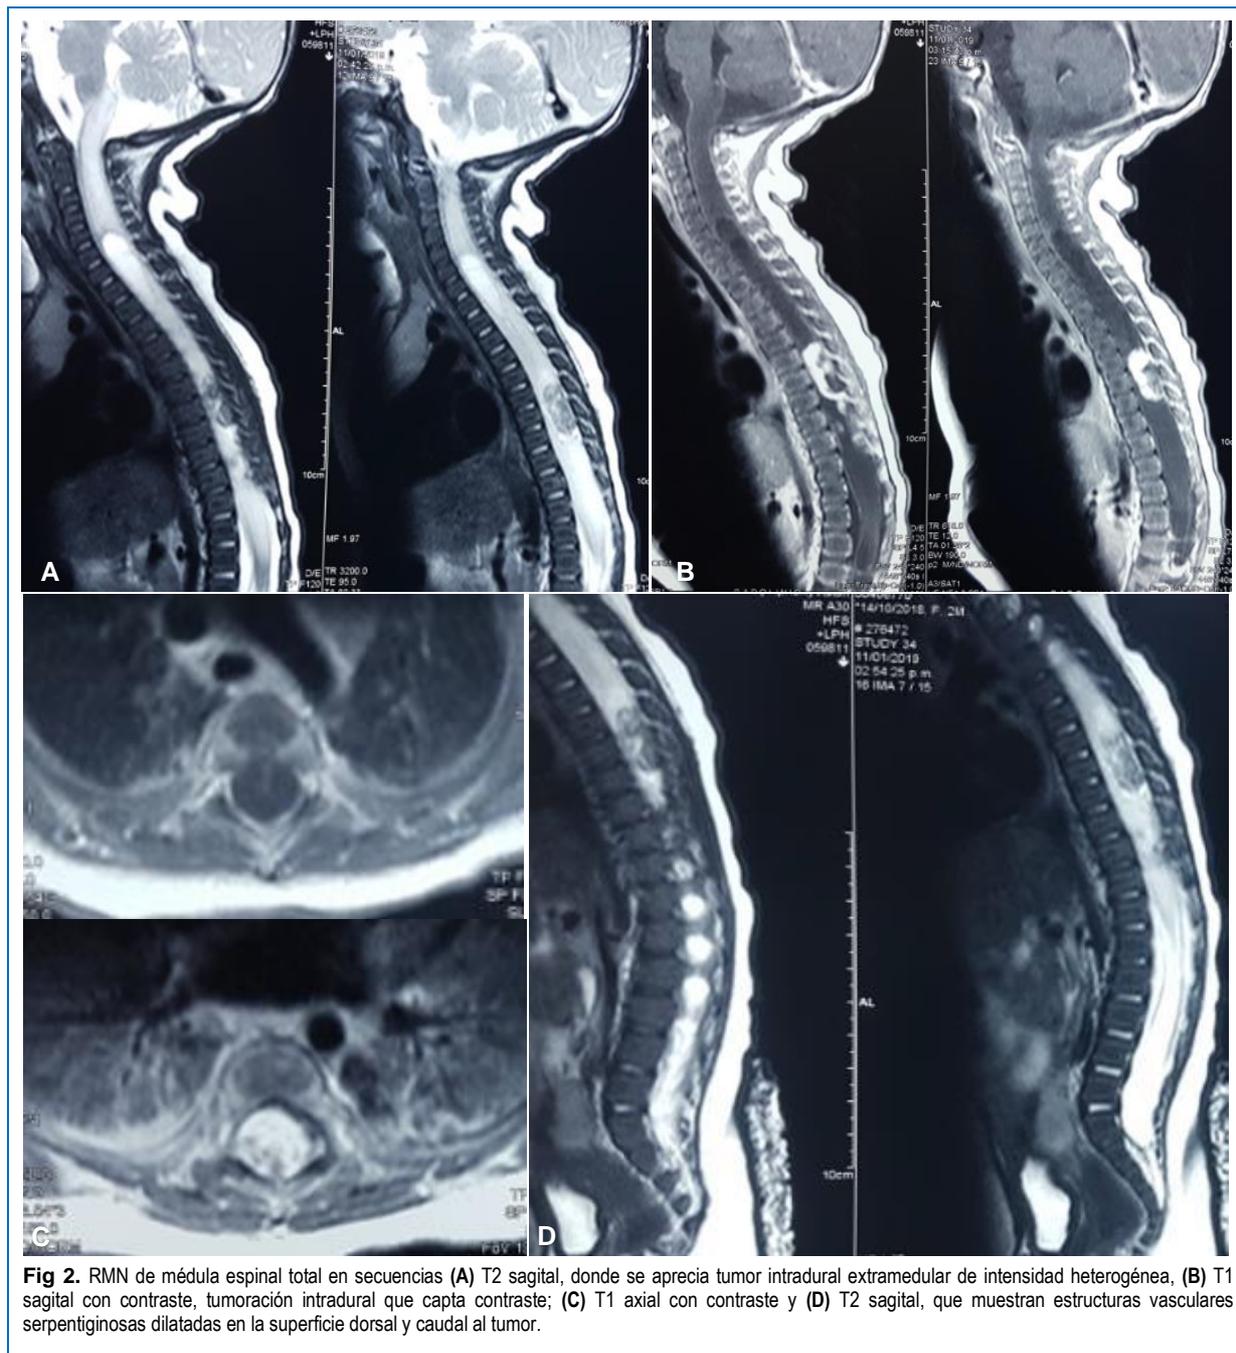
RMN de médula espinal total en secuencias (A) T2 sagital, donde se aprecia tumor intradural extramedular de intensidad heterogénea, (B) T1 sagital con contraste, tumoración intradural que capta contraste; (C) T1 axial con contraste y (D) T2 sagital, que muestran estructuras vasculares serpiginosas dilatadas en la superficie dorsal y caudal al tumor.
